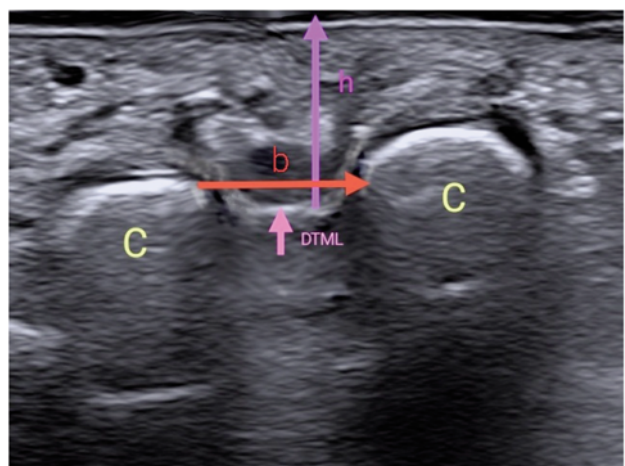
Imágenes de ultrasonido de las mediciones. C: cabezas metatarsianas 3 y 4 (M3 y M4). LMTP: Ligamento metatarsiano transversal profundo. h: Altura: Distancia entre el LMTP y la piel plantar en la zona media entre M3 y M4. b: Base: Distancia entre M3 y M4.
